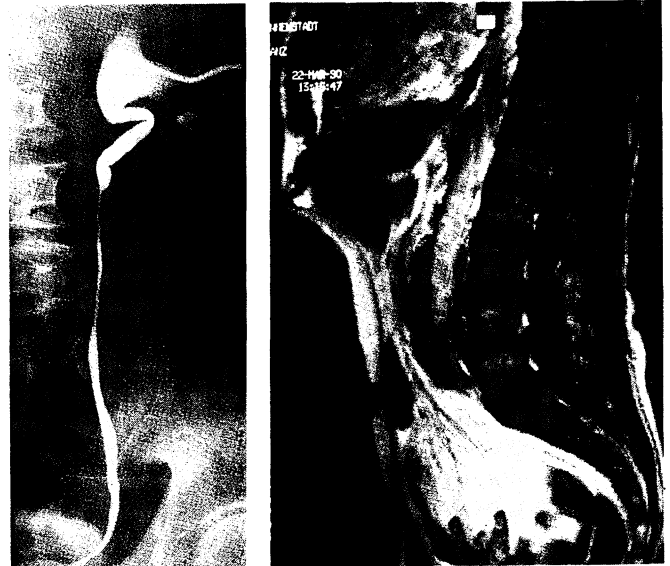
(links): Urographie nach Kontrastmittelapplikation über die Nierenfistel; hochgradige Stenosierung des Ureters. Abb. 5 (rechts): Kernspintomographischer Sagittalschnitt durch das Abdomen; hochgradige Stenosierung der Aorta abdominalis durch periaortale Gewebsvermehrung.
